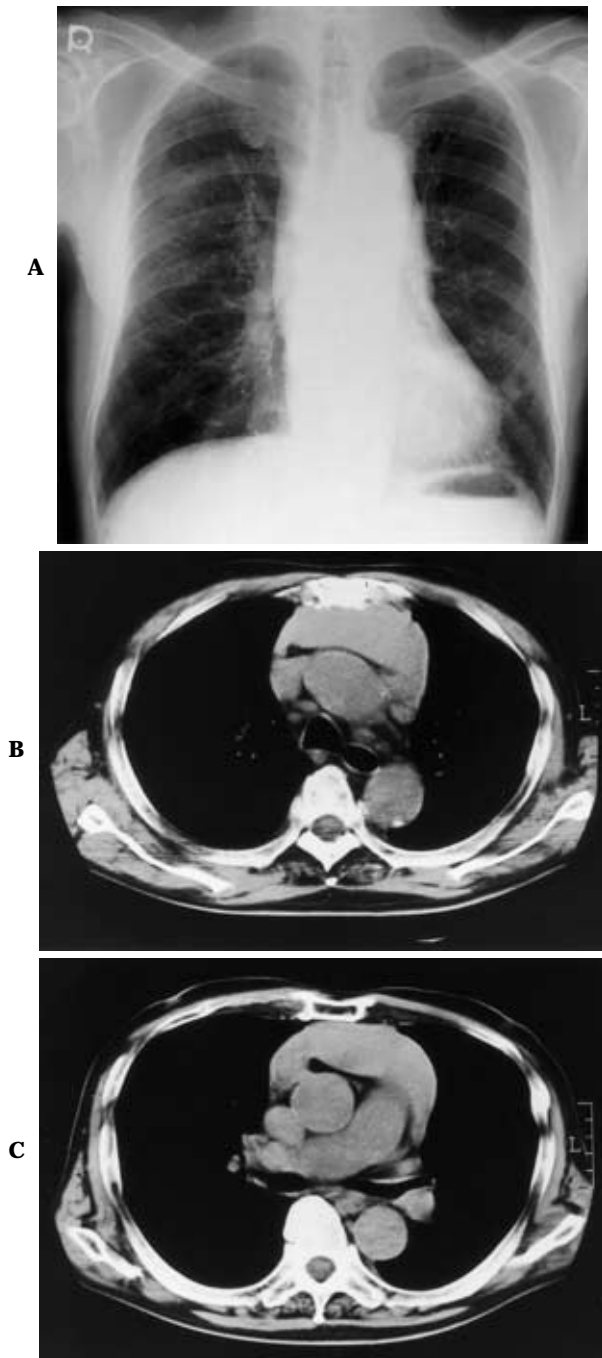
Chest X-ray film (A) on admission, showing a large anterior mediastinal mass shadow. Chest CT revealed the mass to be a homogeneous tumor. The boundary of the tumor being distinct at the aorto-pulmonary window level (B) and the pulmonary trunk level (C)
